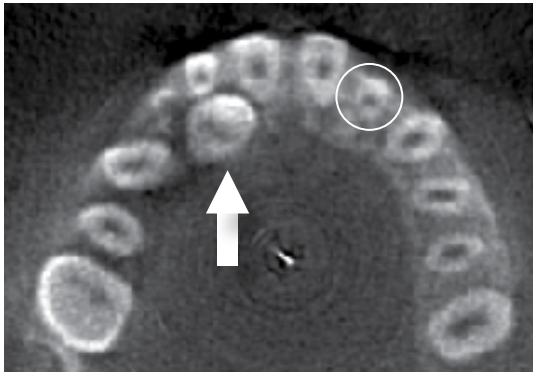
Tomografía computarizada que muestra la localización exacta del canino (flecha) y del odontoma compuesto (círculo).
